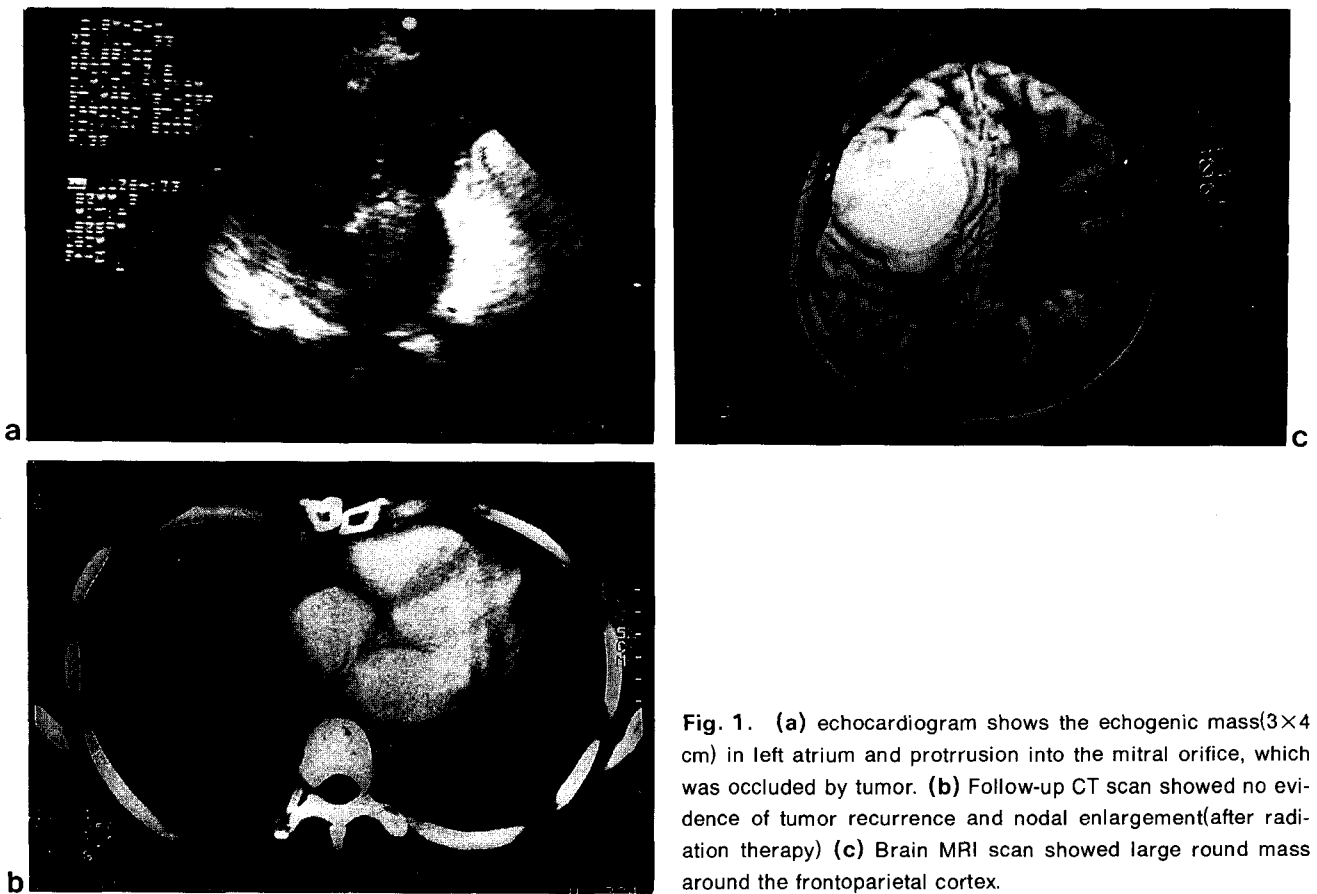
(a) echocardiogram shows the echogenic mass(3×4 cm) in left atrium and protrusion into the mitral orifice, which was occluded by tumor. (b) Follow-up CT scan showed no evidence of tumor recurrence and nodal enlargement(after radiation therapy) (c) Brain MRI scan showed large round mass around the frontoparietal cortex.
